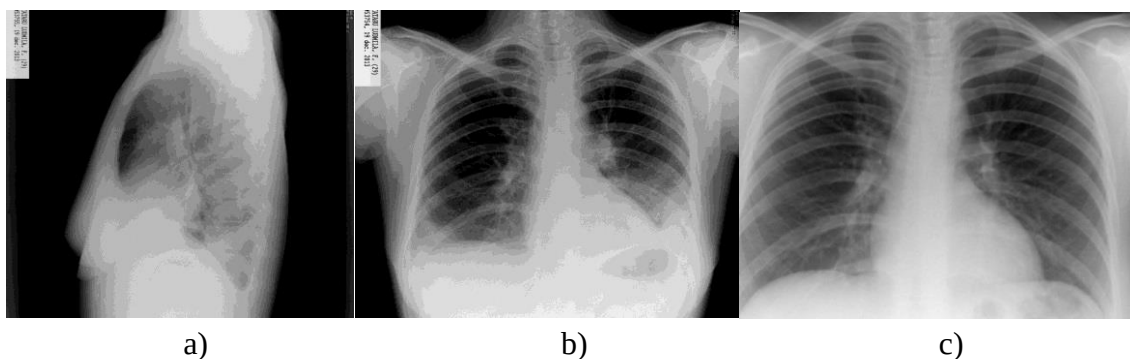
Radiografia cutiei toracice a unei paciente cu pneumonită lupică acută.
